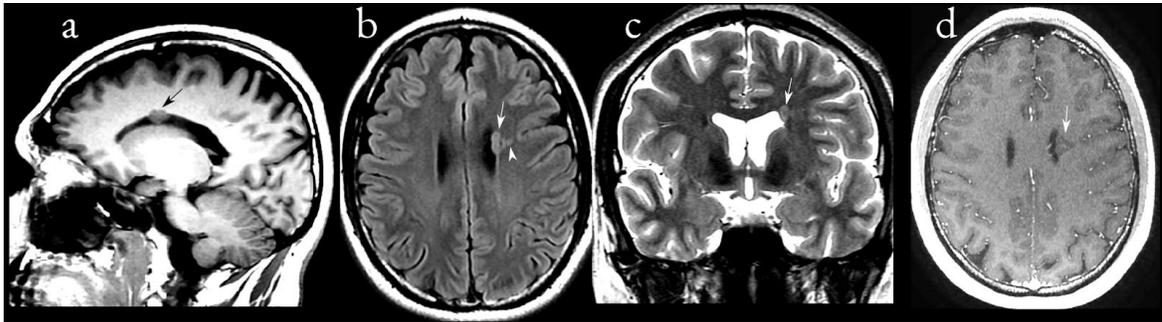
Heterotopia nodular periventricular. Se observa un nódulo adyacente al ventrículo lateral izquierdo con intensidades similares a la de sustancia gris en contrastes pesados a T1 (a), FLAIR-T2 (b) y T2 (c). En FLAIR-T2 se observa una extensión de la lesión con forma de embudo que apunta hacia el fondo de un surco cortical (cabeza de flecha en b). La lesión no realza con medio de contraste exógeno (d). Estudio realizado con un resonador de 3.0 teslas.*
